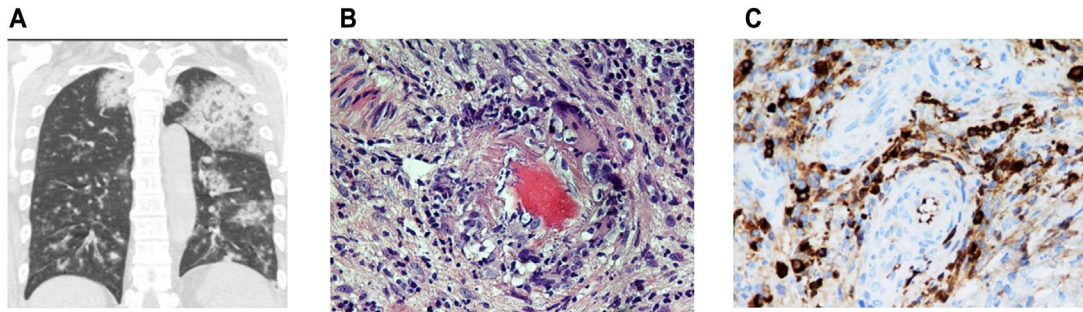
A. TAC torácico con cortes coronales con presencia de opacidades bilaterales asociadas con hemorragia alveolar. Modificada. B. Biopsia nasal con afectación de la pared vascular con presencia de vasculitis. C. Tinción inmunohistoquímica específica positiva para IgG4 (25 células plasmáticas IgG4 + por campo de gran aumento) junto al infiltrado linfoplasmocítico e histiocitos. Presencia de congestión vascular.
